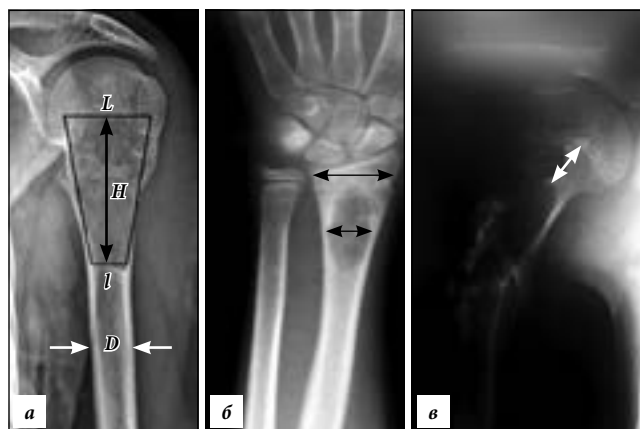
Рентгенодиагностика костных солитарных кист:
